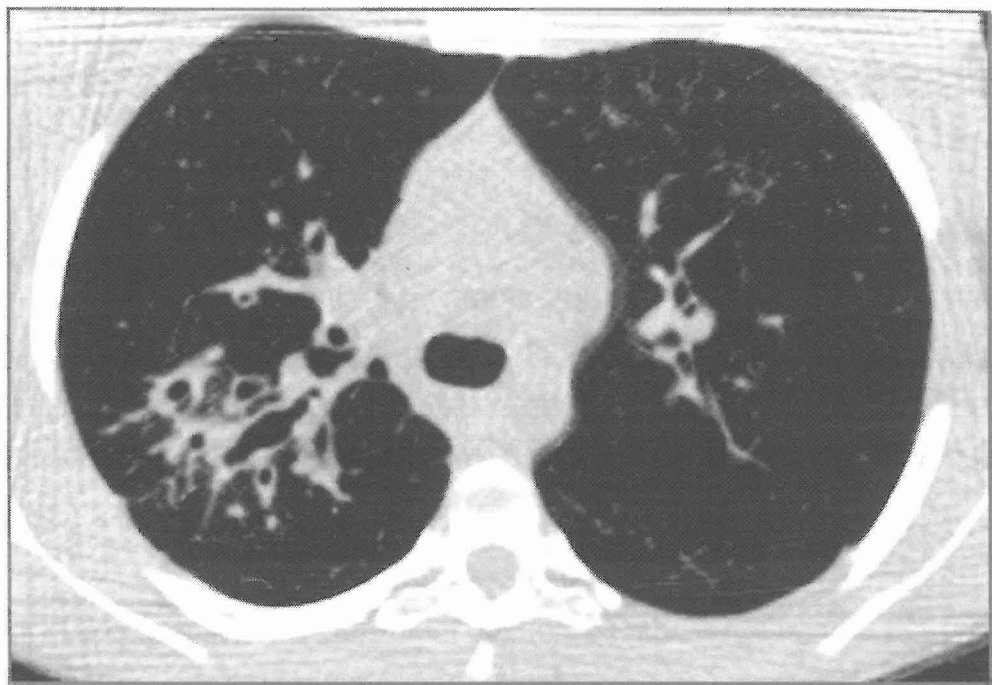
Tomografía computarizada de alta resolución en inspiración.
